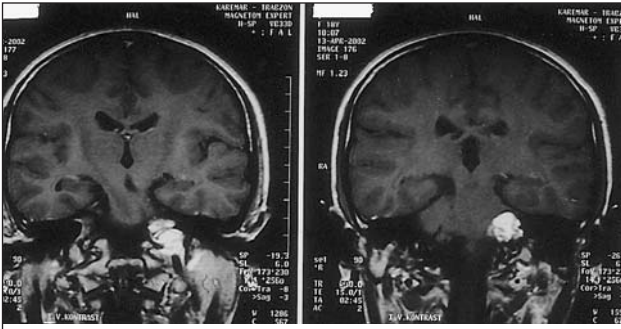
Koronal kesitli T1 ağırlıklı kontrastlı MRI'da hiperintens görünümlü kuadrigeminal yerleşimli lipom ve suprasellar yerleşimli difüz tutulumlu yüksek grade li glial tümör
